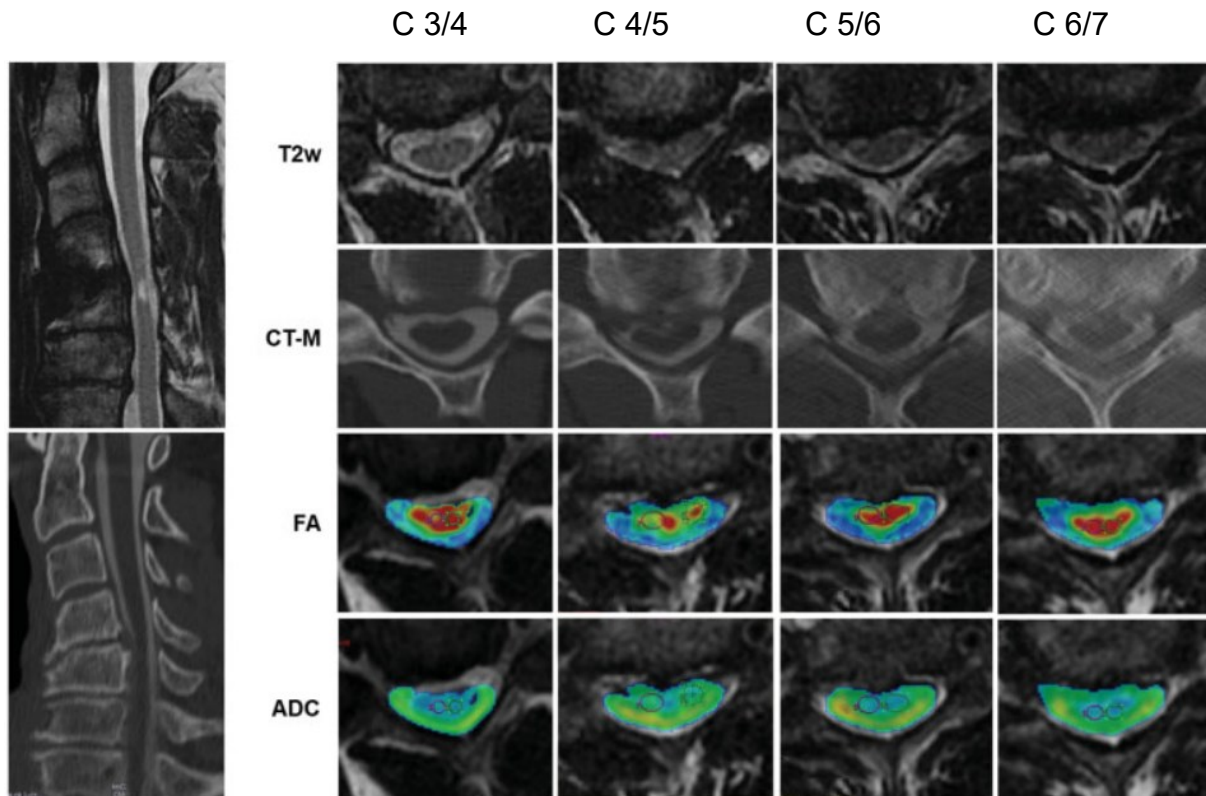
Präoperative axiale und sagittale MRT Schichten (T2-Gewichtung) und CT-Schichten, sowie axiale Schichten des DTI (fractional anisotropy (FA) und apparent diffusion coefficient (ADC)) für die Segmente C 3/4, C 4/5, C 5/6, C 6/7 bei einem 57-jährigen Patienten mit monosegmentaler Stenose C 4/5.
